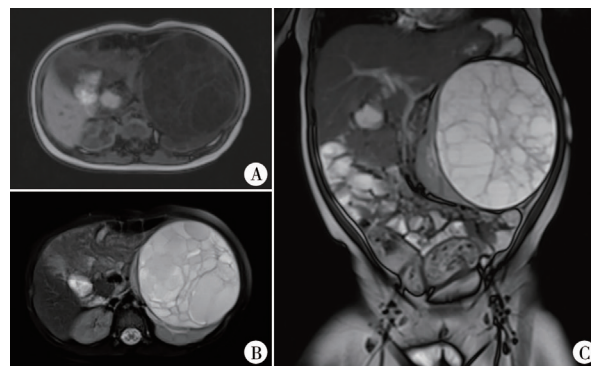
儿童囊性肾瘤腹部 MRI 平扫图像 A: T1 相; B: T2 相; C: 冠状位
